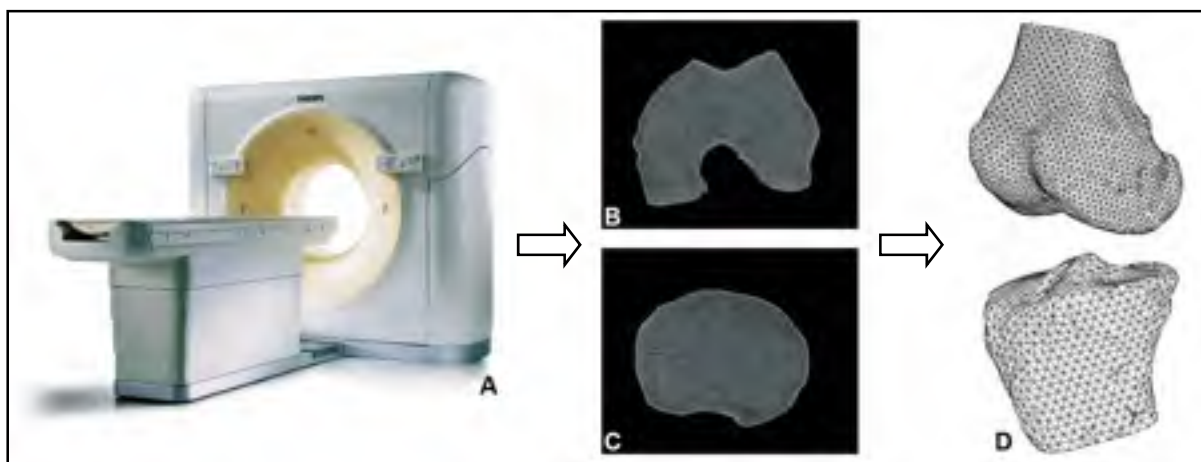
Représentation d'un CT-scan (A), de coupes transversales du fémur (B) et du tibia (C), et des extrémités des os reconstruites en 3D (D)
